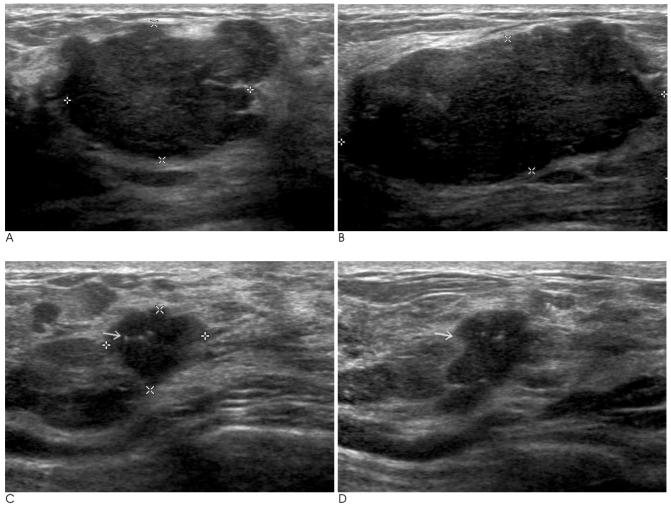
A, B. Ultrasonography (A: transverse view, B: longitudinal view) of right breast shows a oval, well circumscribed, hypoechoic mass with parallel orientation in nine o'clock direction. The mass was confirmed to be a fibroadenoma with atypical ductal hyperplasia.
